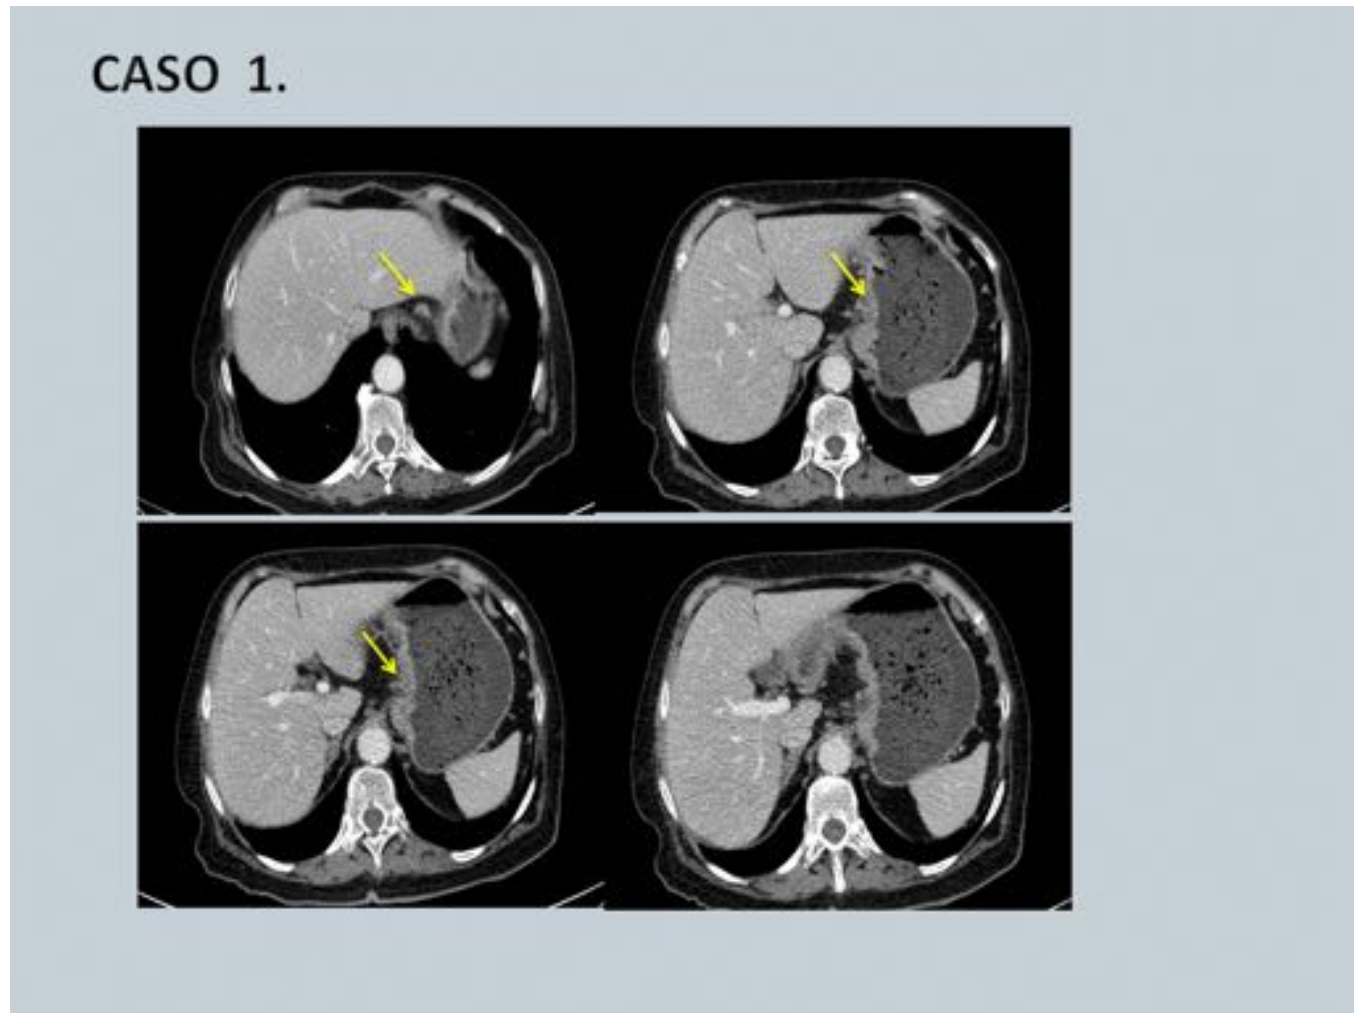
Caso 1. TC con CIV fase portal: engrosamiento parietal a nivel de curvatura menor (más de 3 mm),con realce, adenopatías y aumento de atenuación de la grasa a nivel de ligamento gastro-hepático, lo que indica que hay diseminación locorregional del cáncer. AP: Adenocarcinoma tubular infiltrante.
